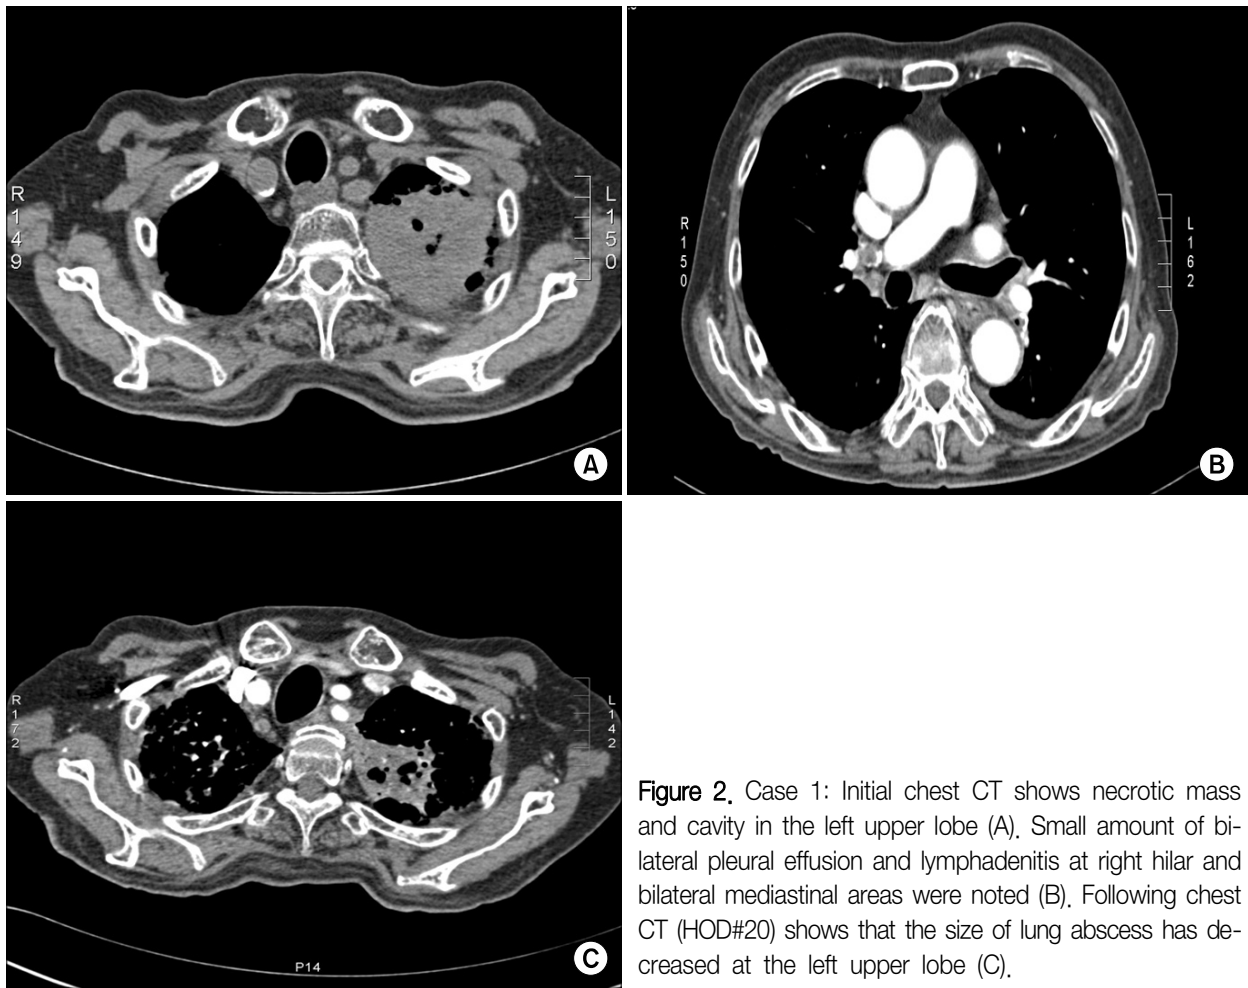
Case 1: Initial chest CT shows necrotic mass and cavity in the left upper lobe (A). Small amount of bilateral pleural effusion and lymphadenitis at right hilar and bilateral mediastinal areas were noted (B). Following chest CT (HOD#20) shows that the size of lung abscess has decreased at the left upper lobe (C).
